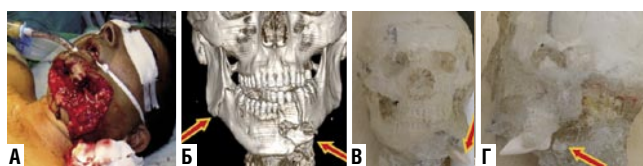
Повреждения ЧЛО, полученные в результате МВР — переломы нижней челюсти, характерные для МВР (стрелки). А — клиническое наблюдение; Б — сканирующая 3D-реконструкция лицевого скелета того же пострадавшего на основе компьютерной томографии; В — КМП — имитатор головы, фронтальная проекция; Г — КМП — имитатор головы, сагиттальная проекция.
